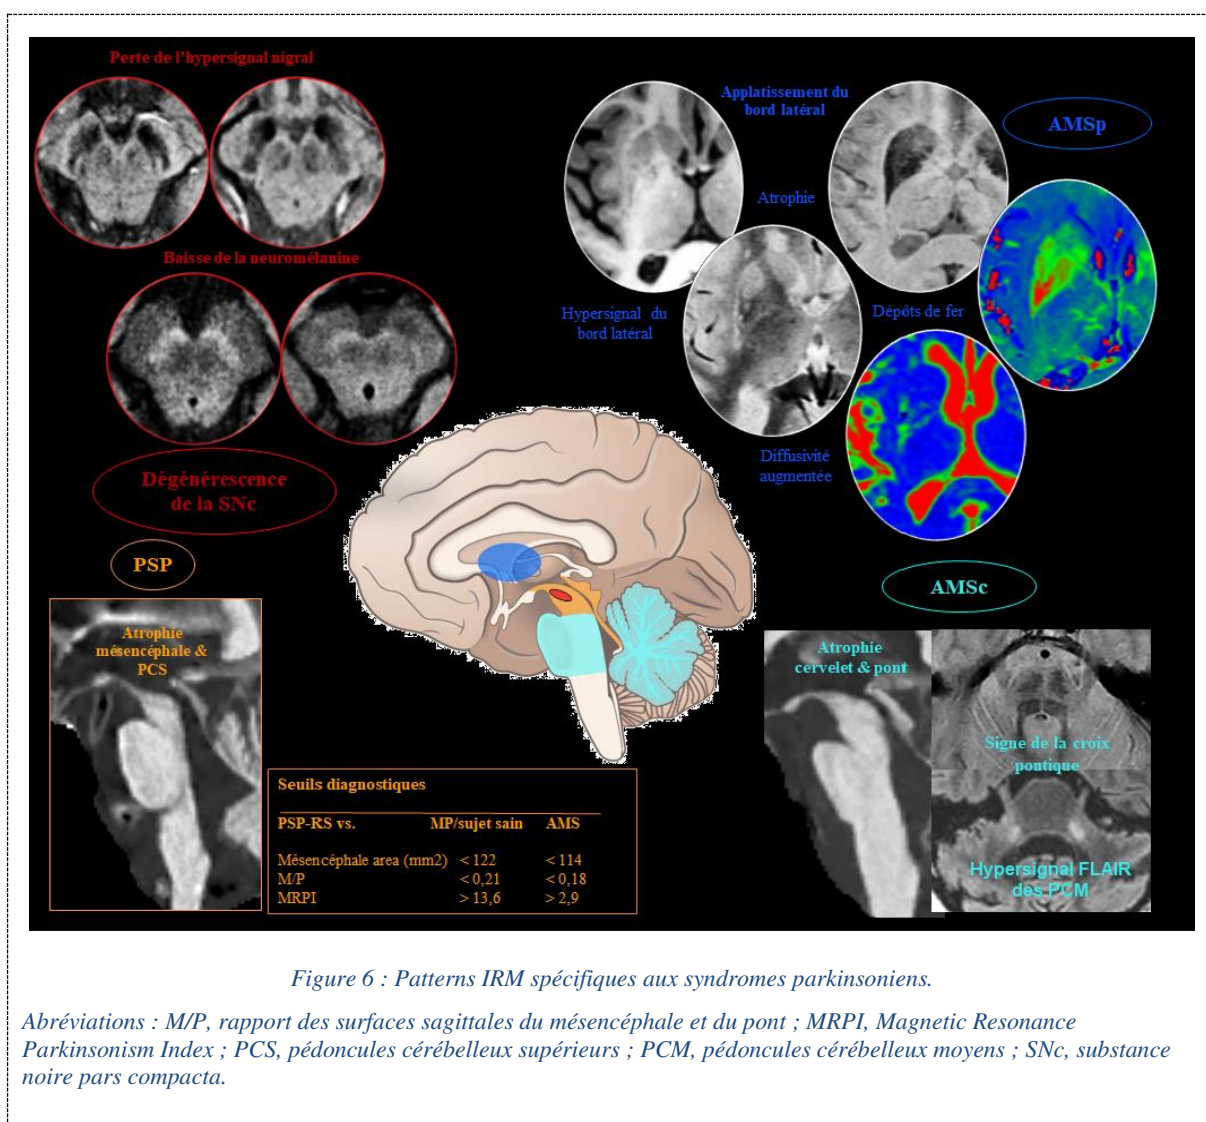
Patterns IRM spécifiques aux syndromes parkinsoniens.
